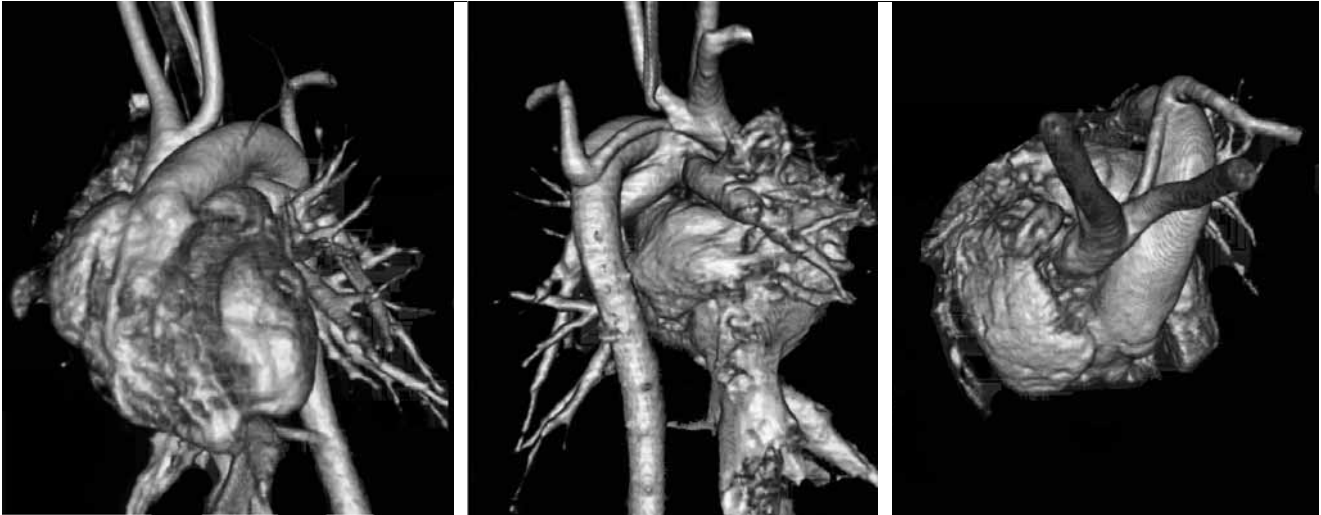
Arco aórtico hipoplásico, con perfusión de aorta descendente *ductus* dependiente. Reconstrucción tridimensional, TC multicorte. De izquierda a derecha: vista anterior, posterior, craneal (Cortesía de la Dra. M. Bret).
